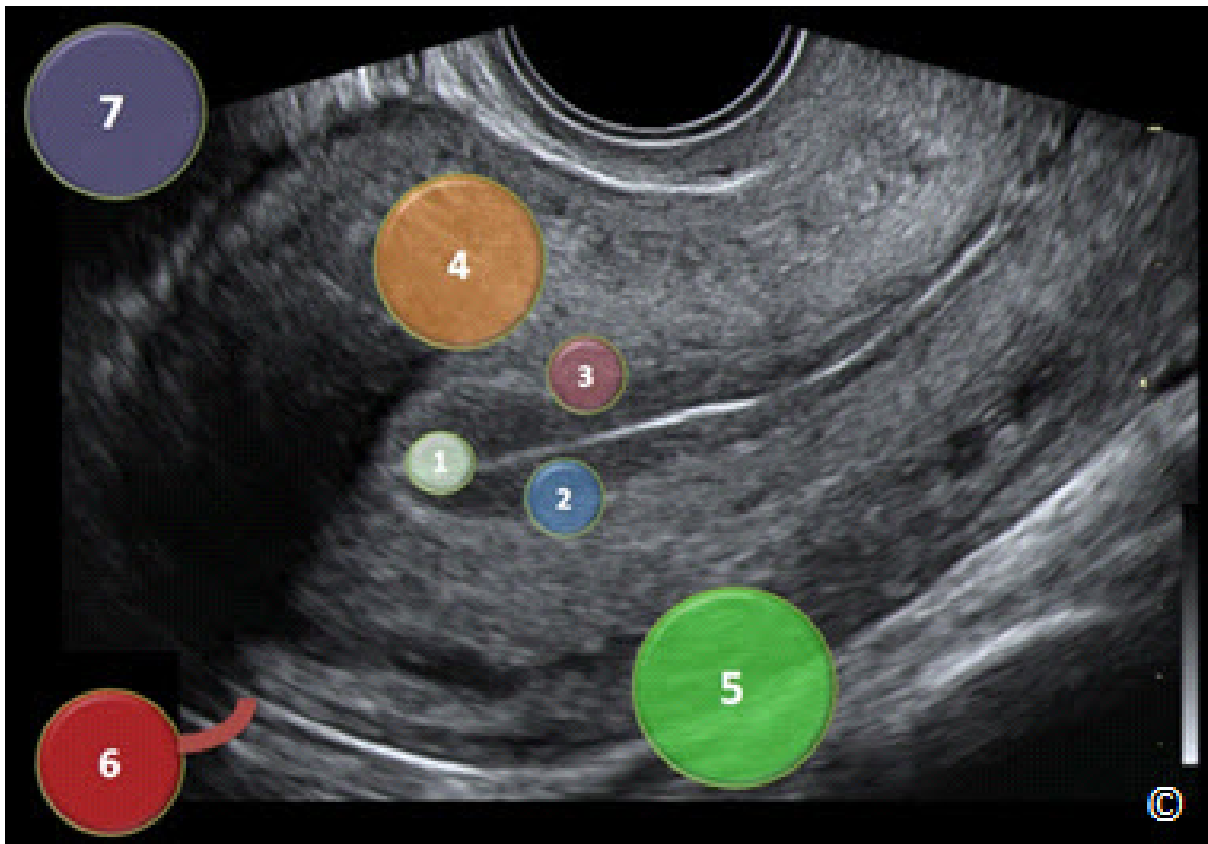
Ultrasonido transvaginal en un plano medio sagital del útero con superposición esquemática de los leiomiomas para describir su localización anatómica. 1 = intracavitario, 2 = submucoso con > 50% en la cavidad endometrial. 3 = submucoso con < 50% en la cavidad endometrial. 4 = intramural. 5 = Subserosos. 6 = pedunculados. 7 = parasitario.
